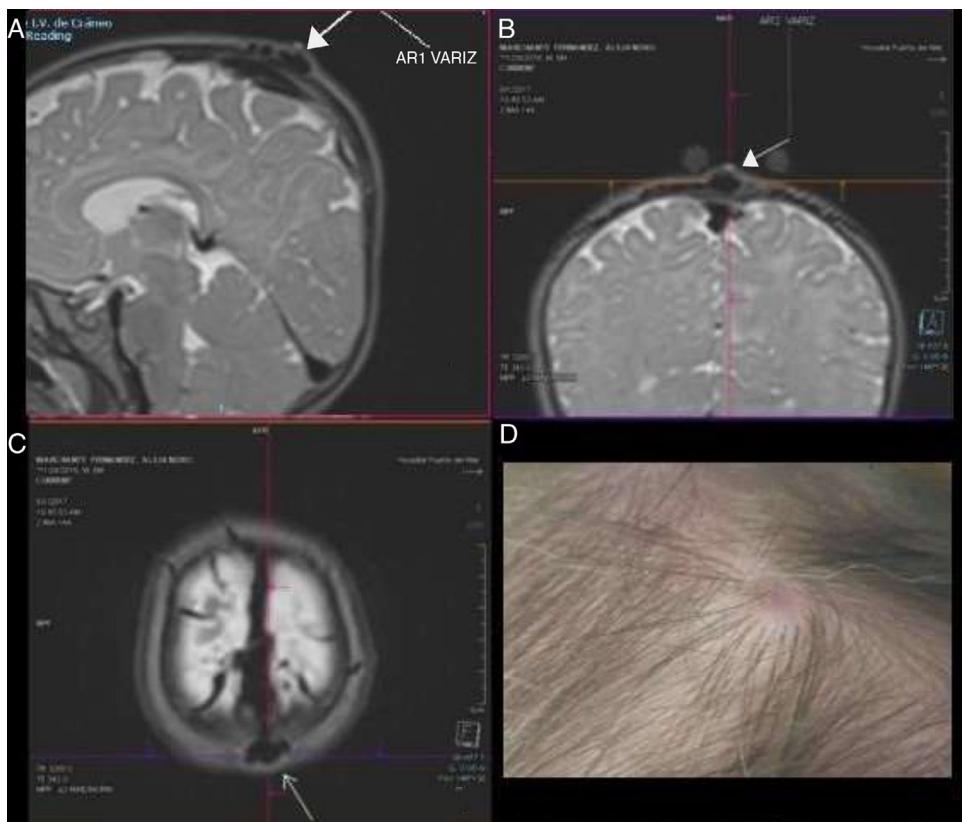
A) Resonancia magnética corte sagital secuencia T2W. Se visualiza variz (flecha blanca, imagen de vacío de señal) con drenaje en seno sagital. B) Corte coronal a nivel de la variz (flecha blanca). Se observa la proyección en superficie. C) Imagen axial en la que se observa el nivel de la lesión y su localización en línea media. D) Aspecto externo del sinus pericranii. Mácula a nivel de cuero cabelludo, fluctuante en la exploración.
